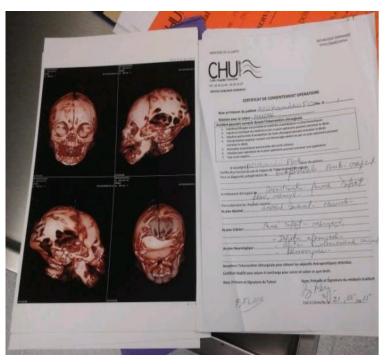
Tomografía axial computarizada. Defecto de cierre a nivel del hueso occipital. Examen el 9 de marzo de 2015, en la clínica Chambrier, Libreville, República de Gabón.
